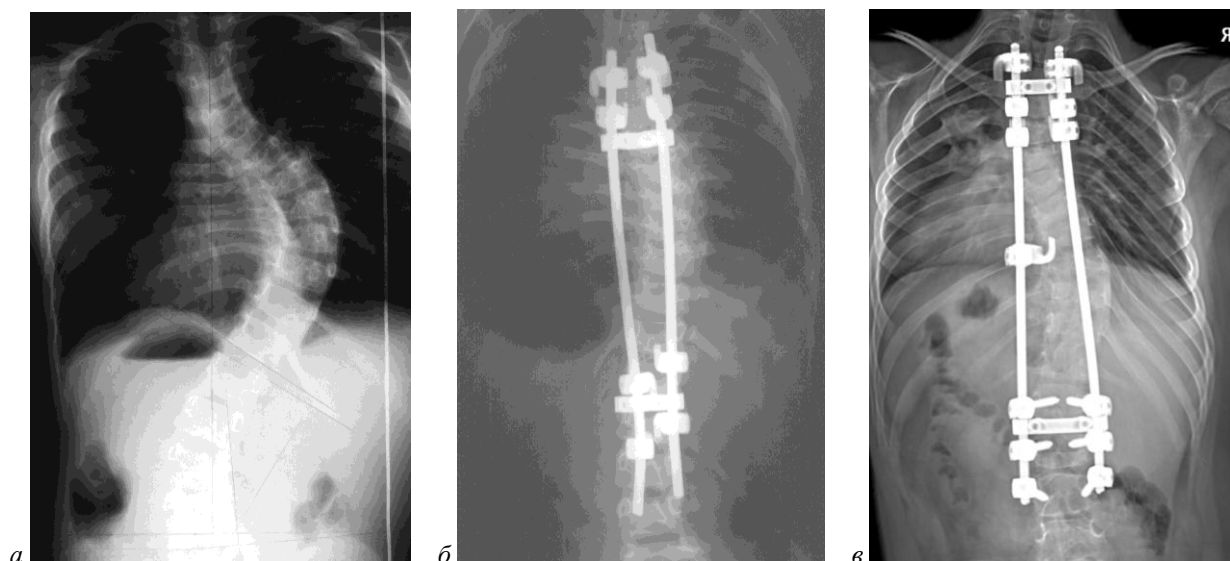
Рентгенограммы больной Г. в динамике: *а* – перед оперативным лечением (6 лет). Диагноз: Ювенильный неосложненный злокачественно-прогрессирующий мобильный правосторонний грудной сколиоз IV степени ( $75^\circ$ ) с поясничным противокривлением ( $35^\circ$ ). Задний правосторонний субтотальный реберный горб; *б* – после одномоментной трехэтапной хирургической коррекции деформации позвоночника. Величина основной сколиотической дуги –  $30^\circ$  (по Cobb); *в* – через 6 лет после оперативного лечения (возраст 12 лет). Прогрессирование основной сколиотической дуги до  $49^\circ$  (по Cobb)
